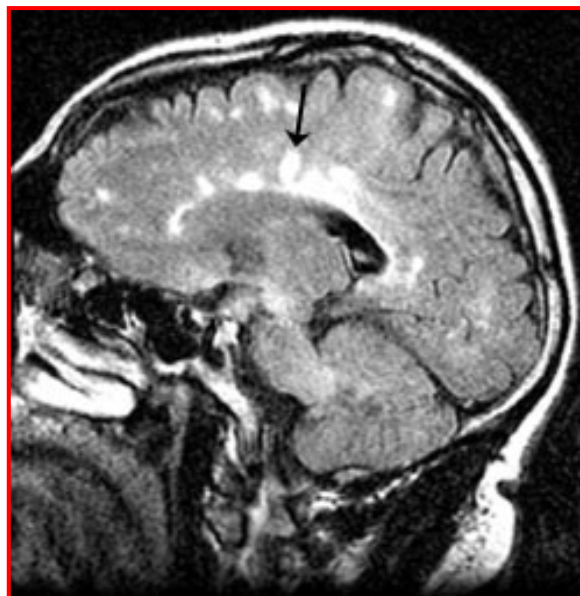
MRI in paziente con MS nella quale si evidenziano le tipiche lesioni digitiformi (Dawson finger)
